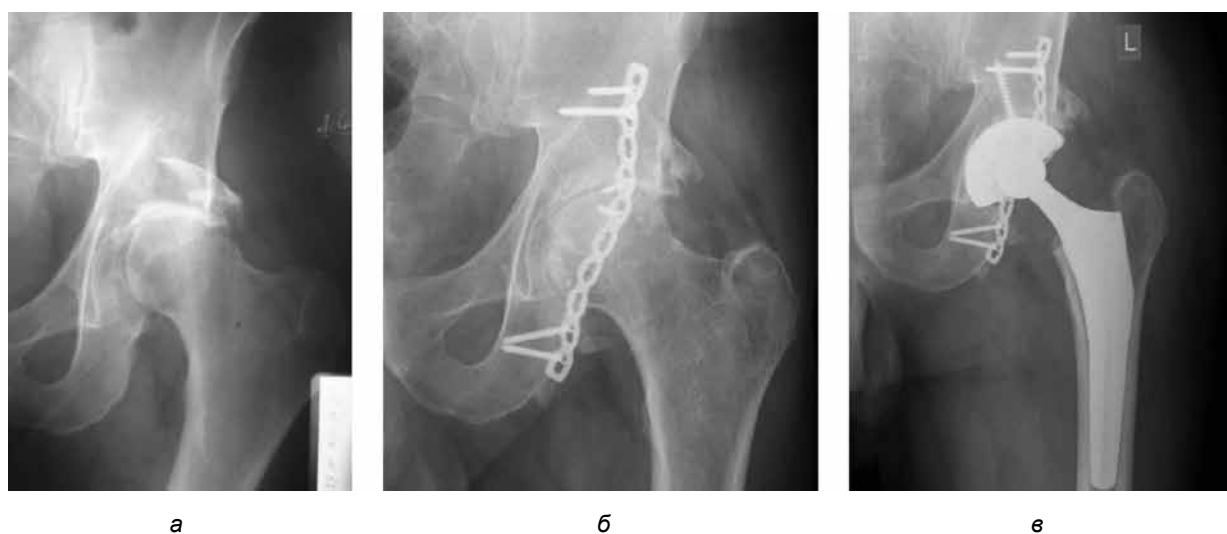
Ход лечения в третьей группе: рентгенограмма повреждения (а); рентгенограмма после выполнения остеосинтеза: признаки тяжелого коксартроза (б); рентгенограмма после выполнения тотального эндопротезирования тазобедренного сустава (в)
